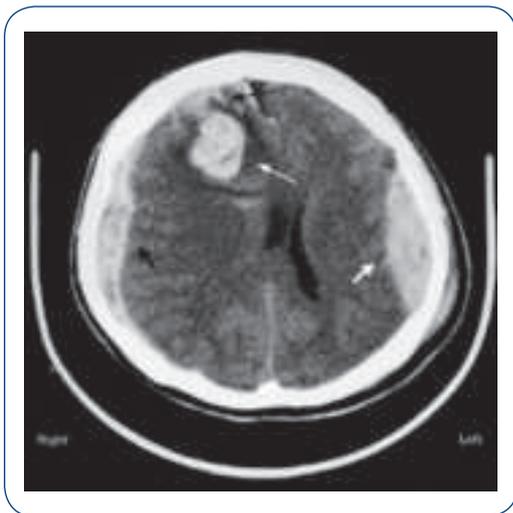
Hematoma extradural temporoparietal E (área do trauma) com hematoma subdural temporoparietal D e contusão hemorrágica frontal D, como mecanismos de contragolpes – CT de crânio.
